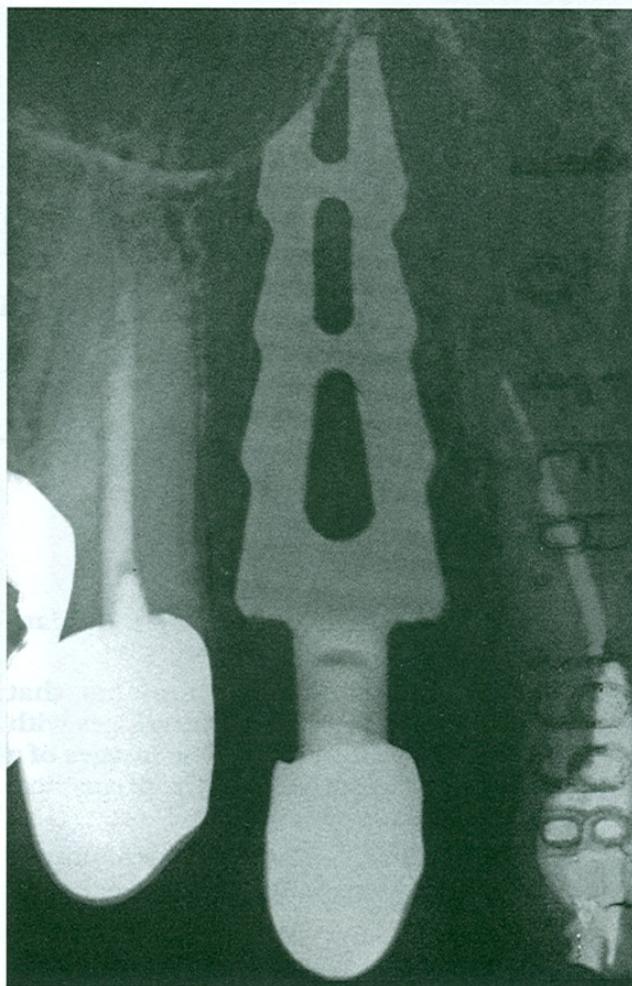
Radiografia fatta a 4 anni dalla protesizzazione definitiva dell'impianto a lama sommersa di figura 2.
